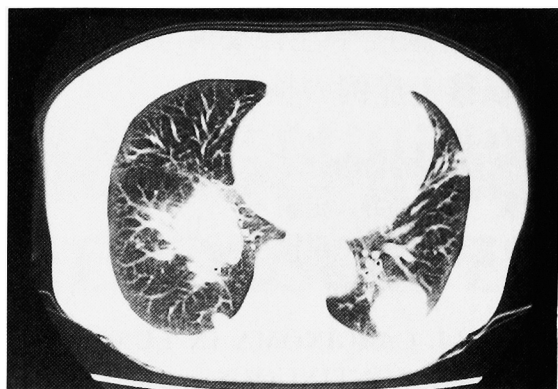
CT scan showed multiple metastases in bilateral lower lung field.
